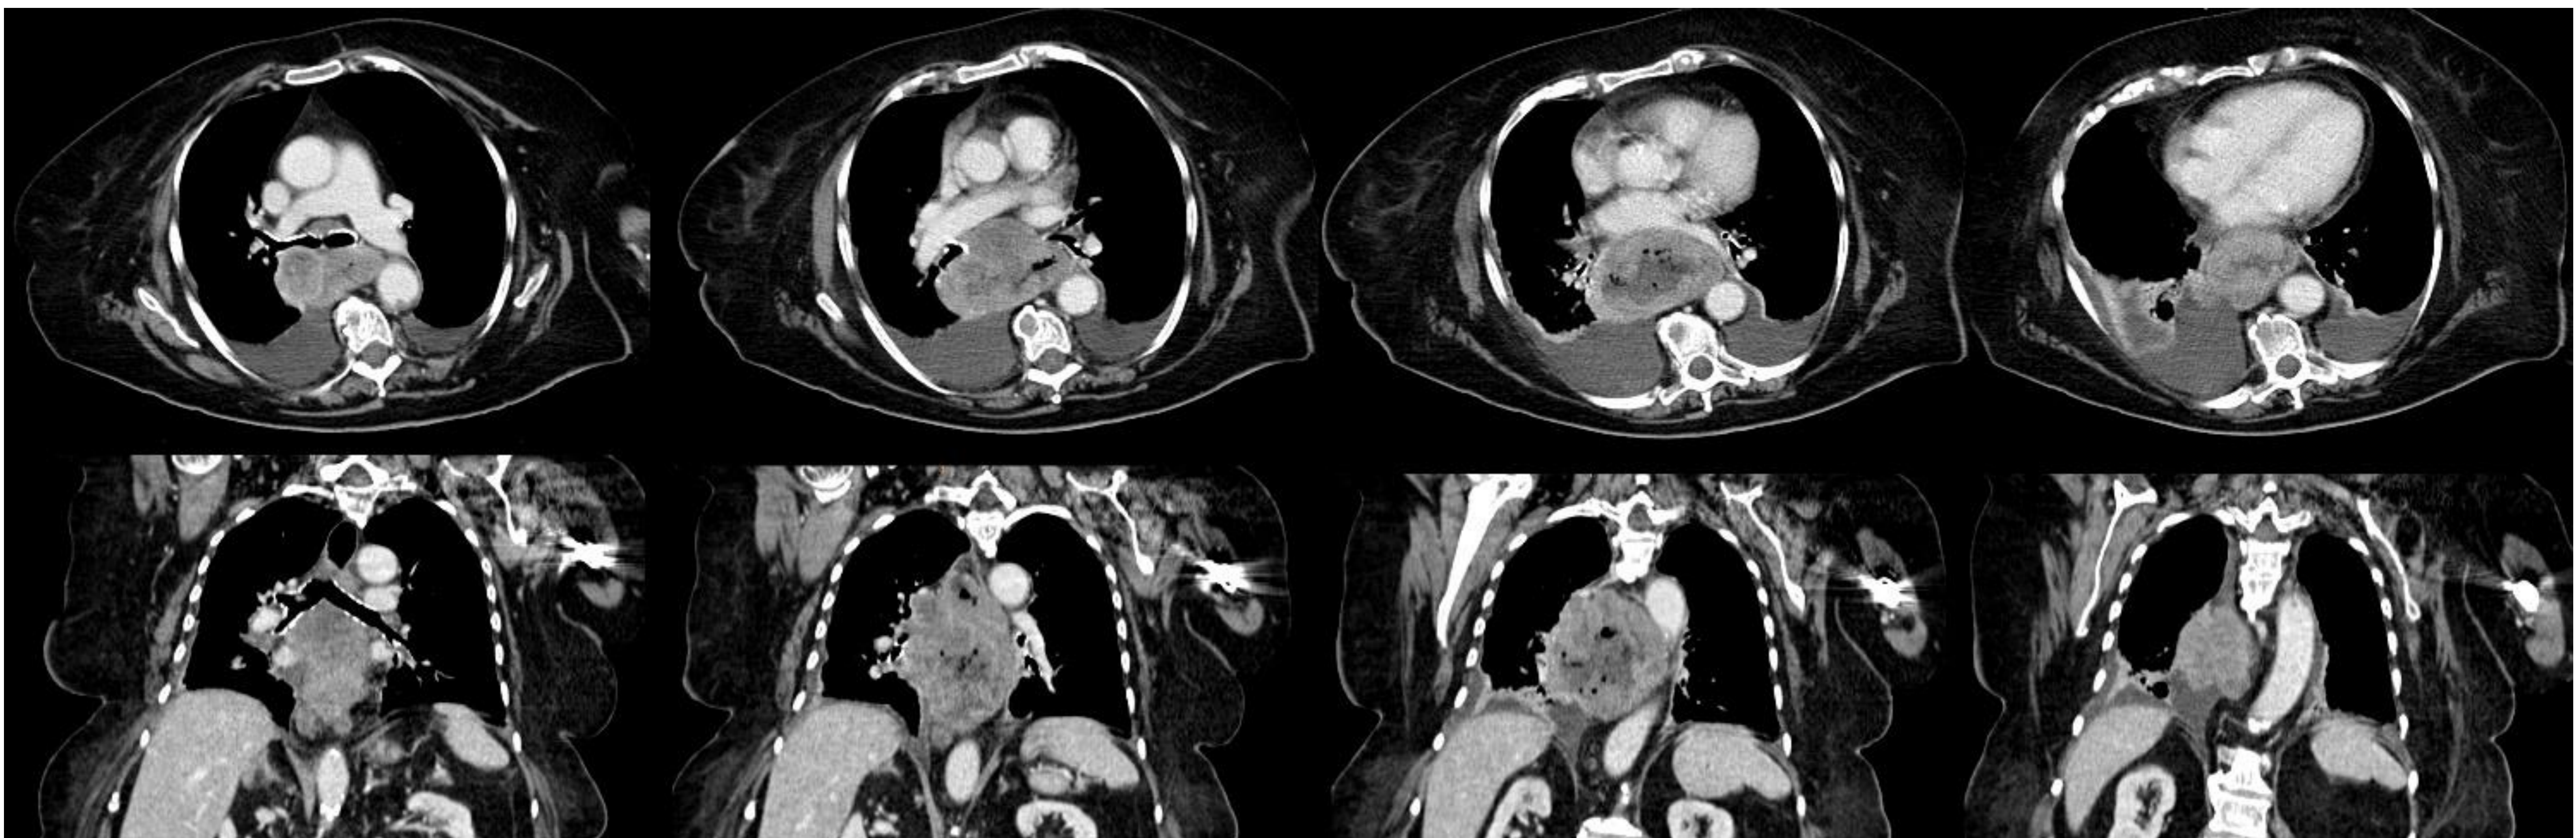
Cortes axiales y coronales de TC con contraste en fase portal del mismo paciente que la figura 11 que muestran gran masa del tercio medio e inferior esofágico, heterogénea y de aspecto ulcerado, así como ocupación de la región subcarinal y de la zona paraesofágica derecha alta en contacto con cara posterior del bronquio principal derecho al cual comprime y que puede tratarse de un mazacote ganglionar o del propio tumor. El estudio histológico demostró que se trataba de un adenocarcinoma infiltrante pobremente diferenciado.
